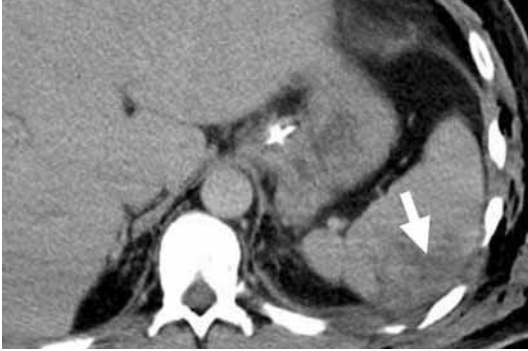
Contusión esplénica. Examen TC tras administración de contraste intravenoso. A nivel del polo superior esplénico, en su cara externa se observa una zona hipodensa mal definida que corresponde a contusión post-traumática. Líquido libre peritoneal de escasa cuantía. No signos de sangrado activo.
